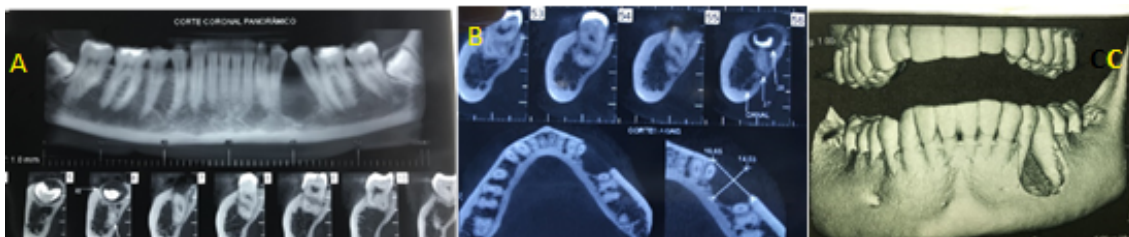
Imagens iniciais da lesão através da Tomografia de feixe cônico
